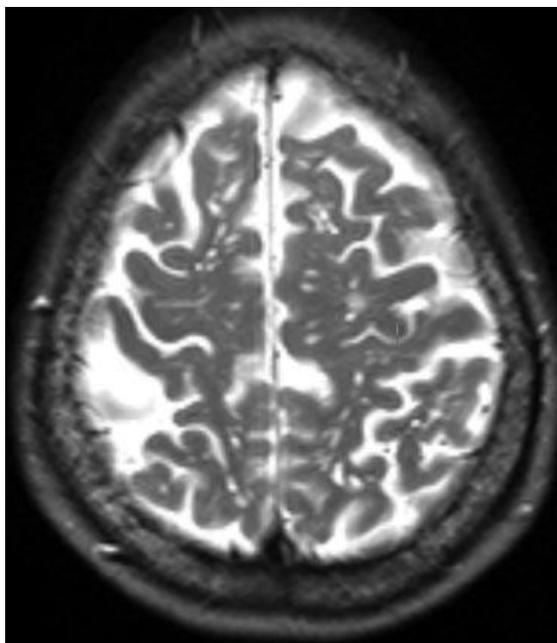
Resonancia magnética ponderada en T2, muestra múltiples áreas hiperintensas en sustancia blanca de los centros semiovais de forma bilateral.
